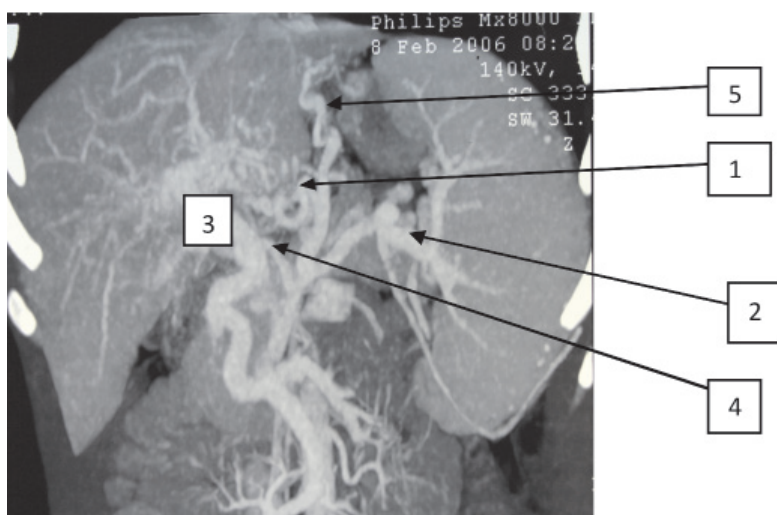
Пациентка Л., 45 лет. СКТ-ангиография:
